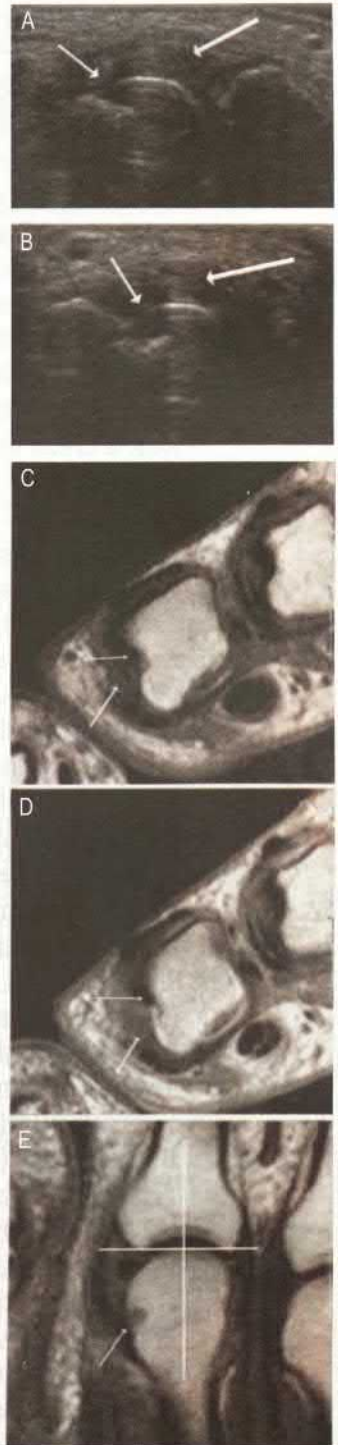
RMN și USG în AR
